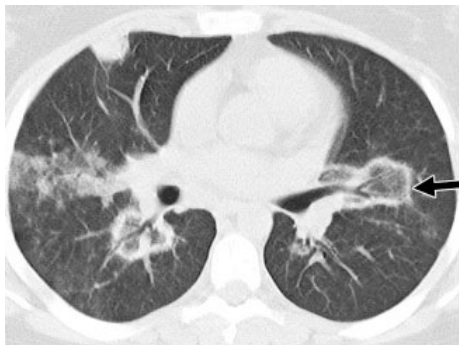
Corte transversal de TAC que muestra el signo de halo invertido (flechas).
